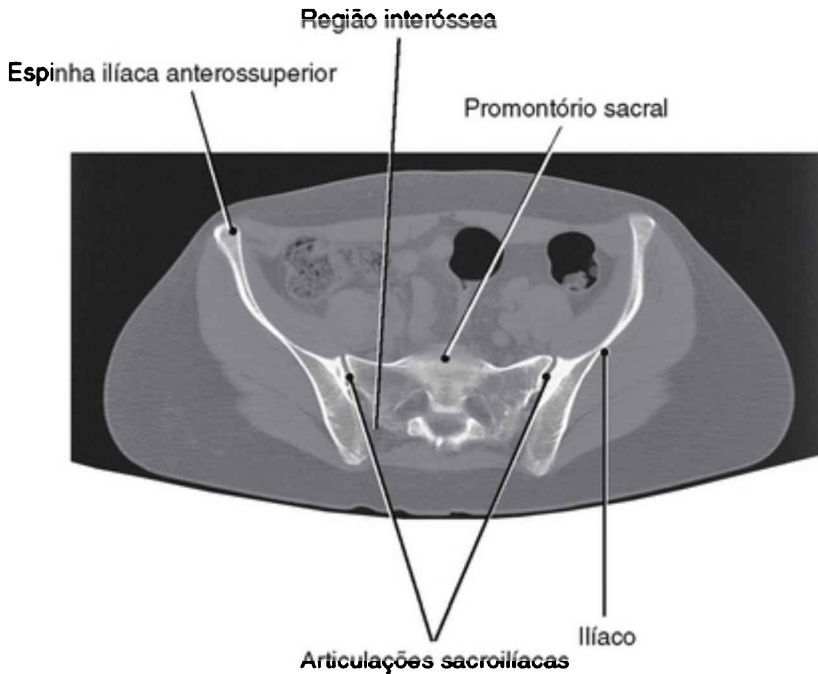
Uma imagem de tomografia computadorizada em corte transversal horizontal no nível das articulações sacroilíacas. Observe as superfícies articulares irregulares.
